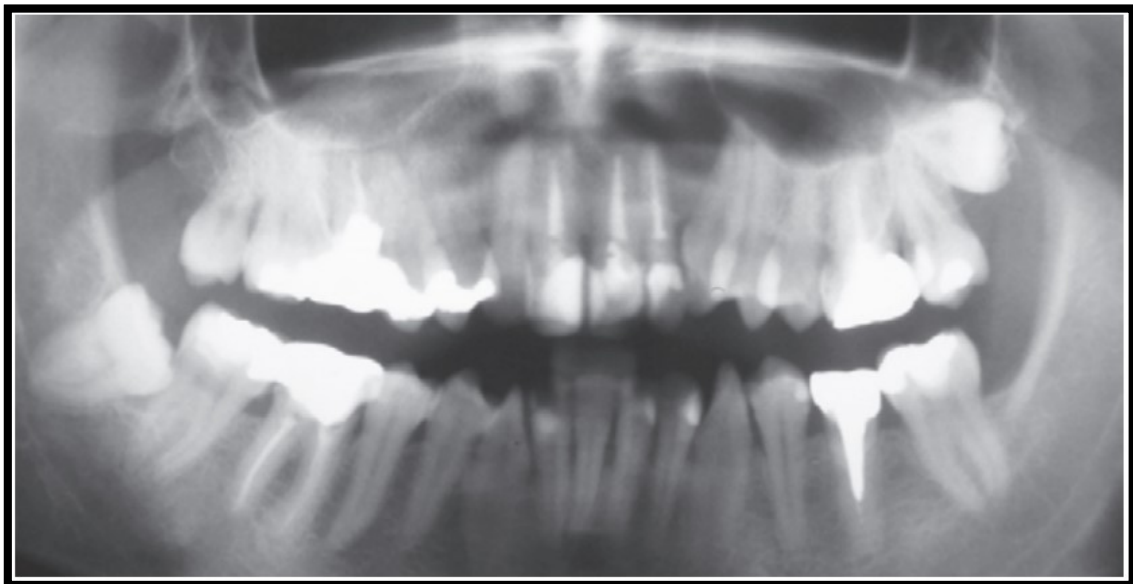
Ortopantomografia Inicial. Adaptado de: D'Addazio et.al., 2010.
